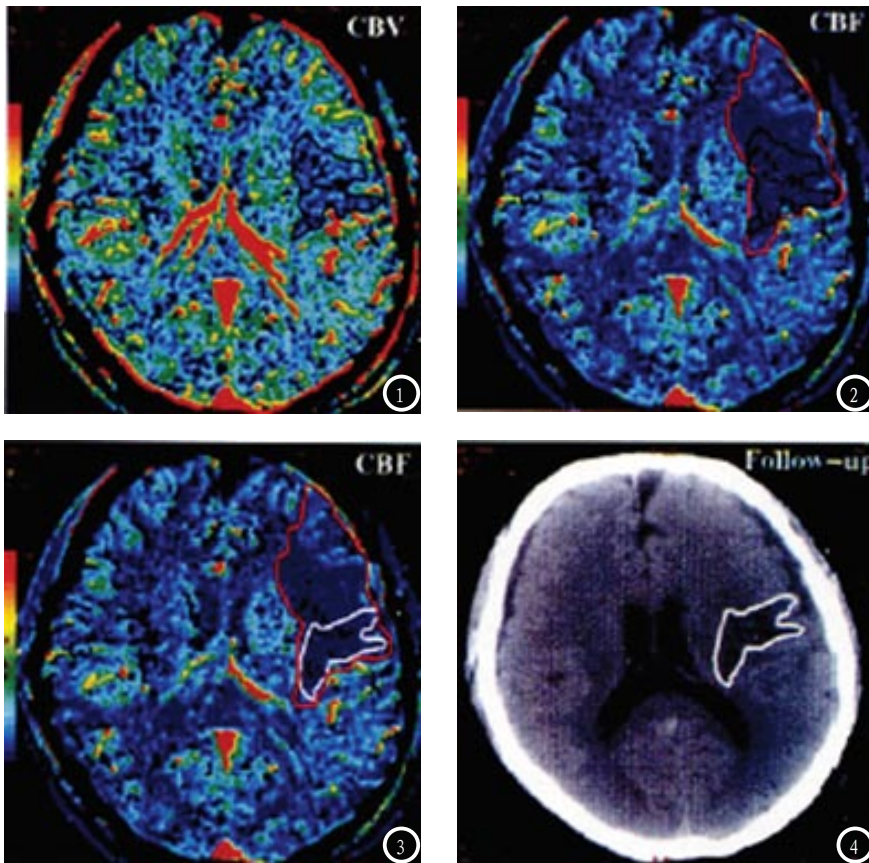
一患者相同层面的CBV和CBF图中黑框和红框内的区域分别代表CBV和CBF图上显示的血流异常灌注区，两框间不一致的区域在不匹配法中被判定为半暗带区。黑框内的区域为中心梗死区，红框以外的梗死侧区域为相对正常区。图3-4 一患者的CBF图和复查CT图。白框内的区域代表CT复查图中低密度梗死区，CBF图的血流异常灌注区用红框勾出，两者不重叠的部分即为对比法中判定的半暗带区。
